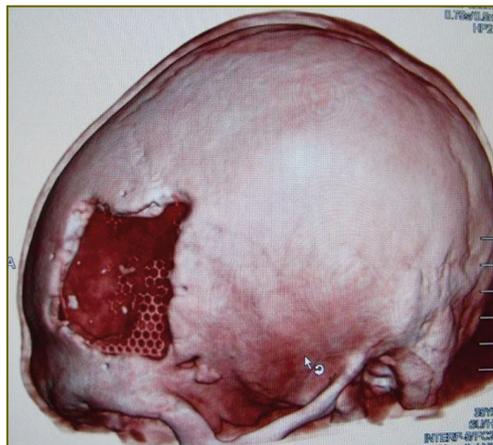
КТ-3D-реконструкция после операции
